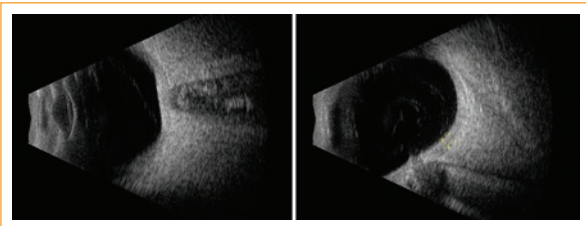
Ecografía del ojo izquierdo, cortes axial y longitudinal.
